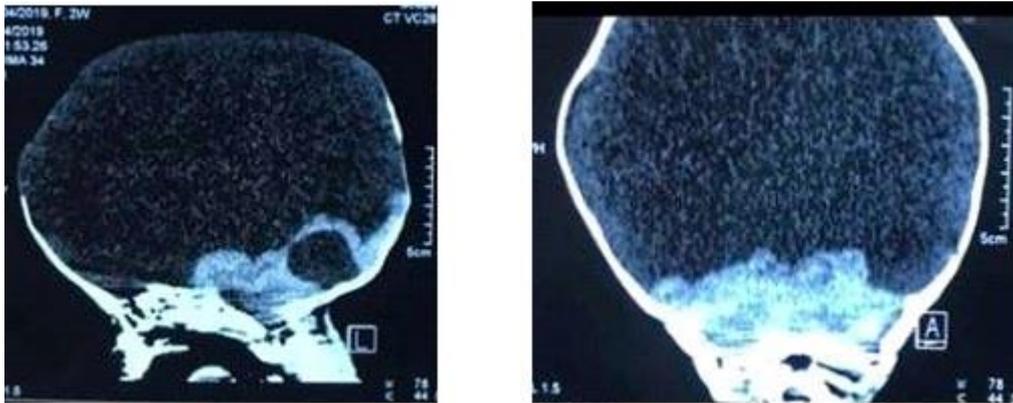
TDM cérébrale d'un nourrisson de 7 mois qui montre une absence de cortex cérébral une hydranencéphalie
